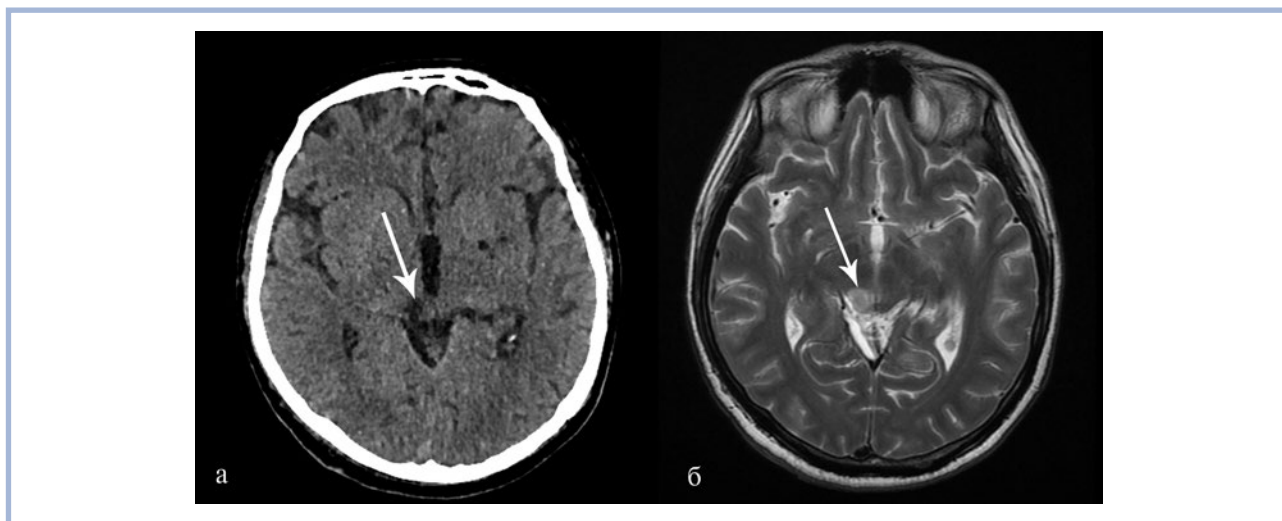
КТ (а) и МРТ (б) после клипирования аневризмы МЗВА. Очаг ишемии в среднем мозге справа (указан стрелками).
